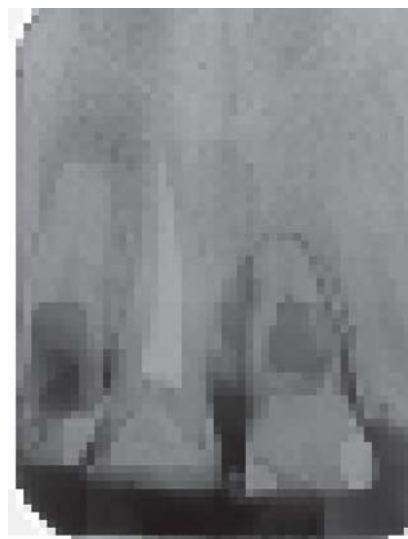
Radiografia periapical com 50 Dpi
